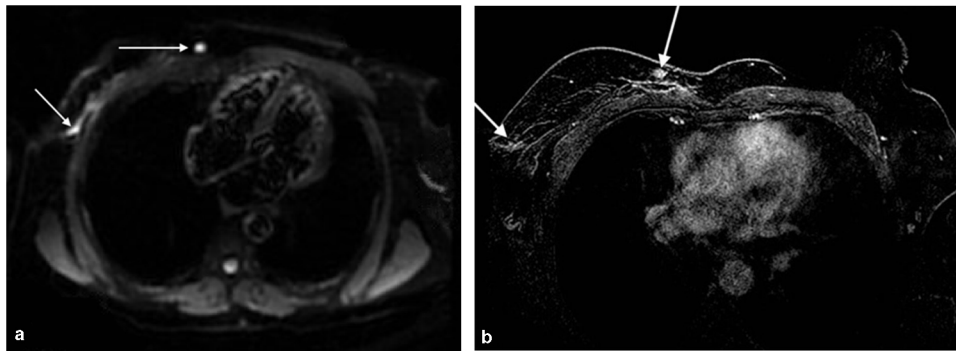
IRM du parenchyme pulmonaire chez une patiente atteinte d'un angiosarcome mammaire radio-induit, montrant l'apparition de deux nouvelles lésions respectivement para sternale et cicatricielle latérale droites. a : séquences de diffusion dans le plan axial ; b : séquence PEI dans le plan axial.
